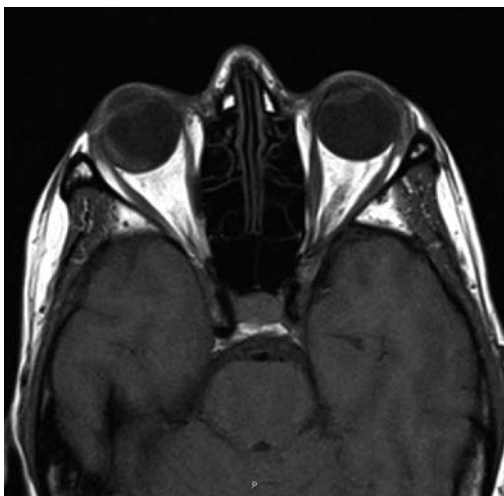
RMN axial. Tumoración basal y temporal en OD de morfología bicóncava isointensa en T1.
